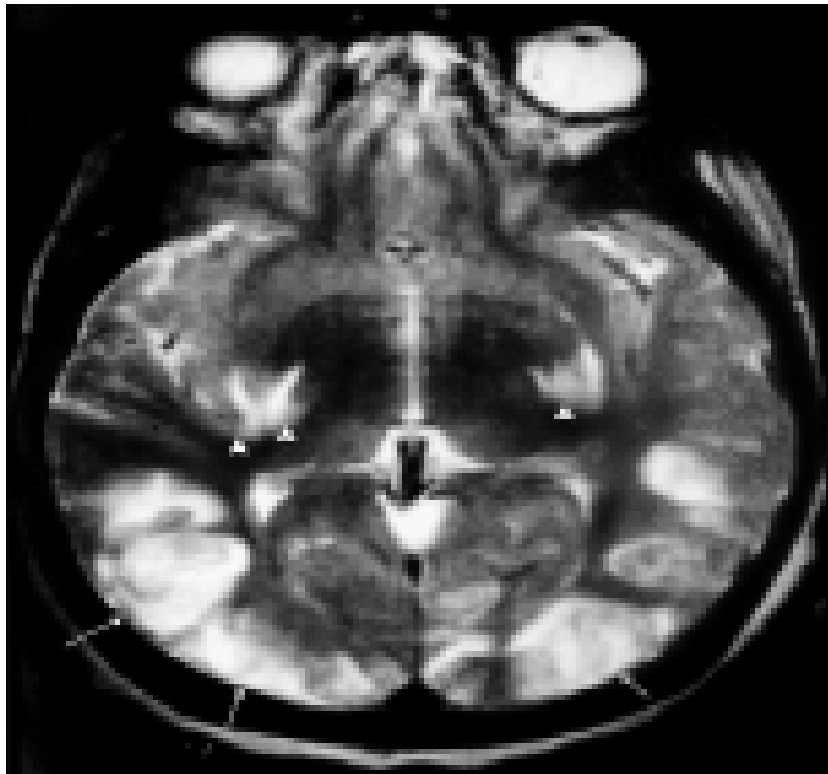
IRM coupe axiale, séquence T2 : lésions hyperintenses bilatérales de siège occipitales (flèches), capsules interne et externe (pointes flèches) chez une éclamptique [155].
